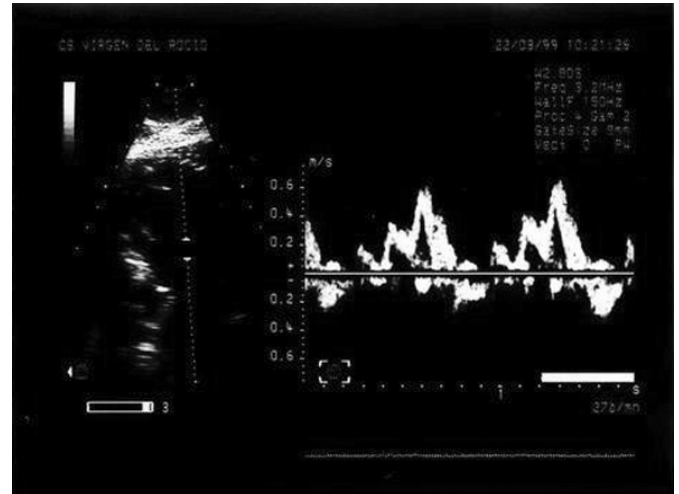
Ecocardiografía 2D y Doppler-pulsado mostrando una onda E más corta que la onda A y un tiempo de relajación isovolumétrica alargado.
